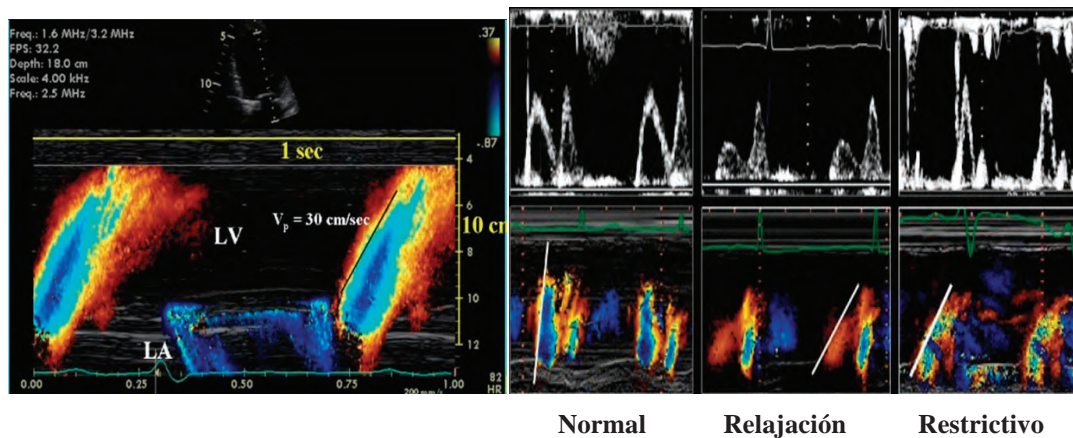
Medición de la velocidad de la propagación (VP) Doppler color modo M
